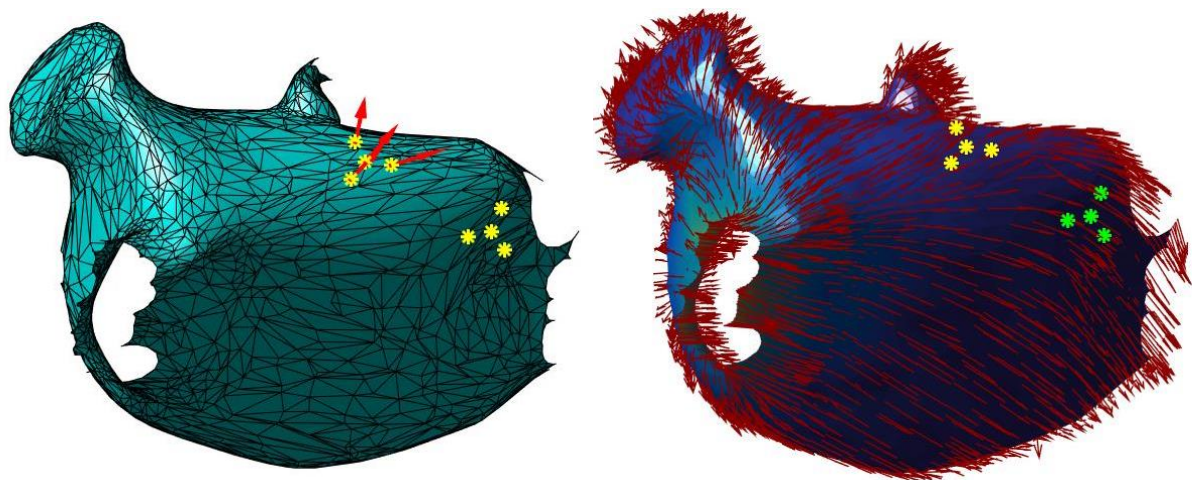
2ª iteración secuencia guiado para ablación. A) CRM y OI locales. B) CRM, OI, RM globales
